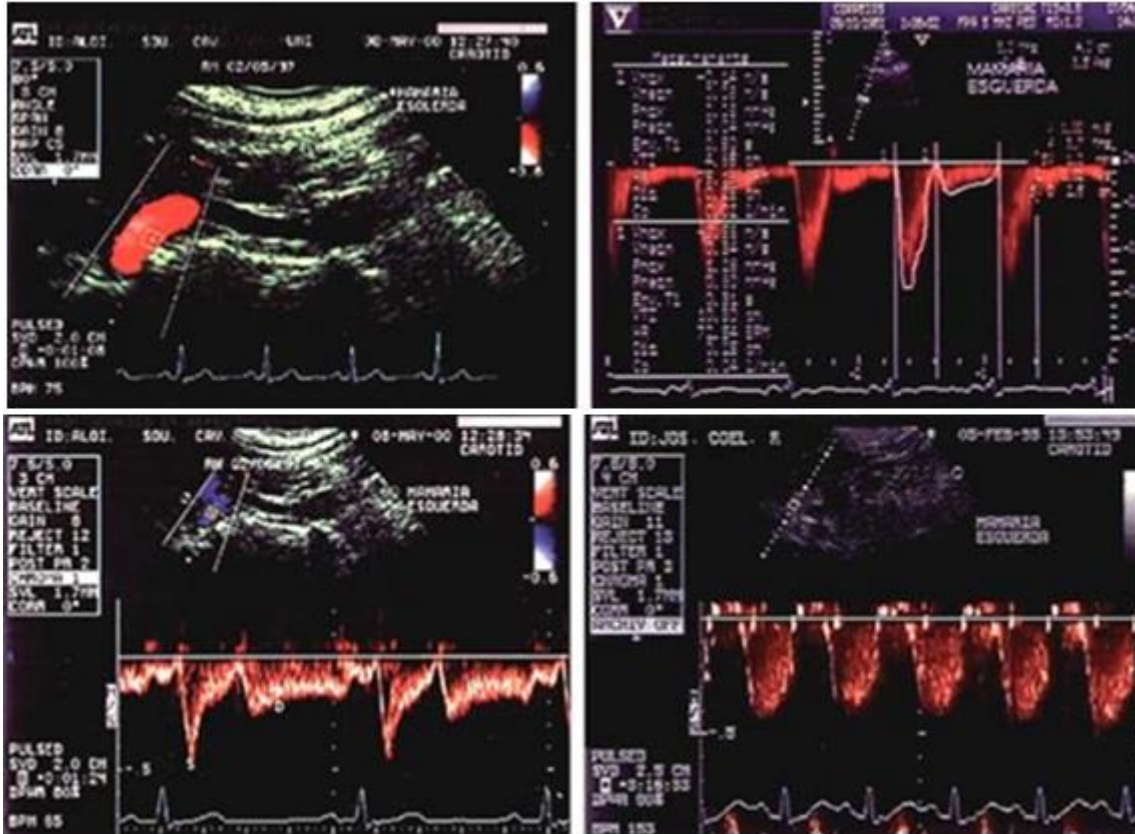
Imagem bidimensional e Doppler da artéria torácica interna (ATI). Figuras A: ATI emergindo da subclávia; B: Doppler da ATI com amplo predomínio sistólico; C: Doppler da ATI anastomosada em condição basal com predomínio diastólico; D: Doppler da ATI anastomosada evidenciando apenas componente diastólico no pico do estresse com dobutamina (FC = 153 bpm).
